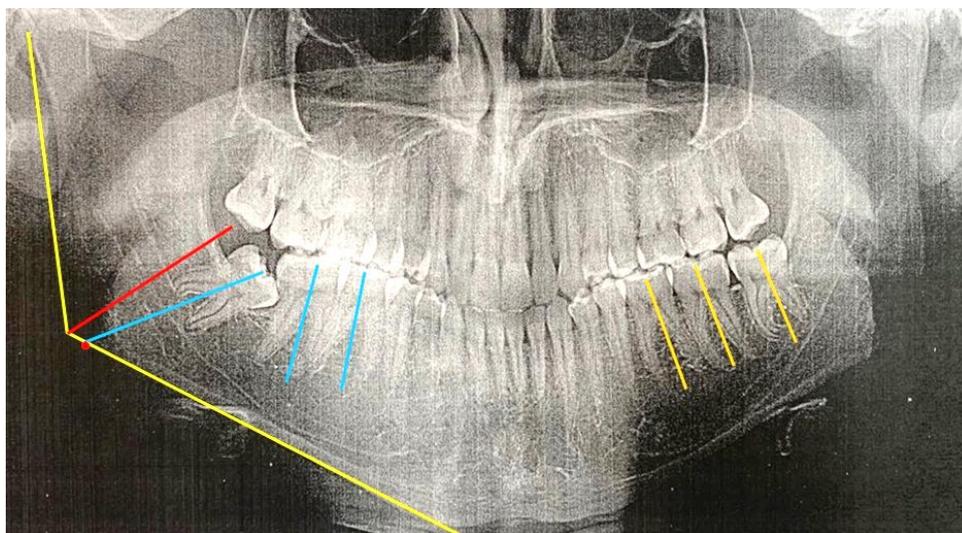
Методы определения положения зубов мудрости относительно стресс-оси на ортопантомограмме
